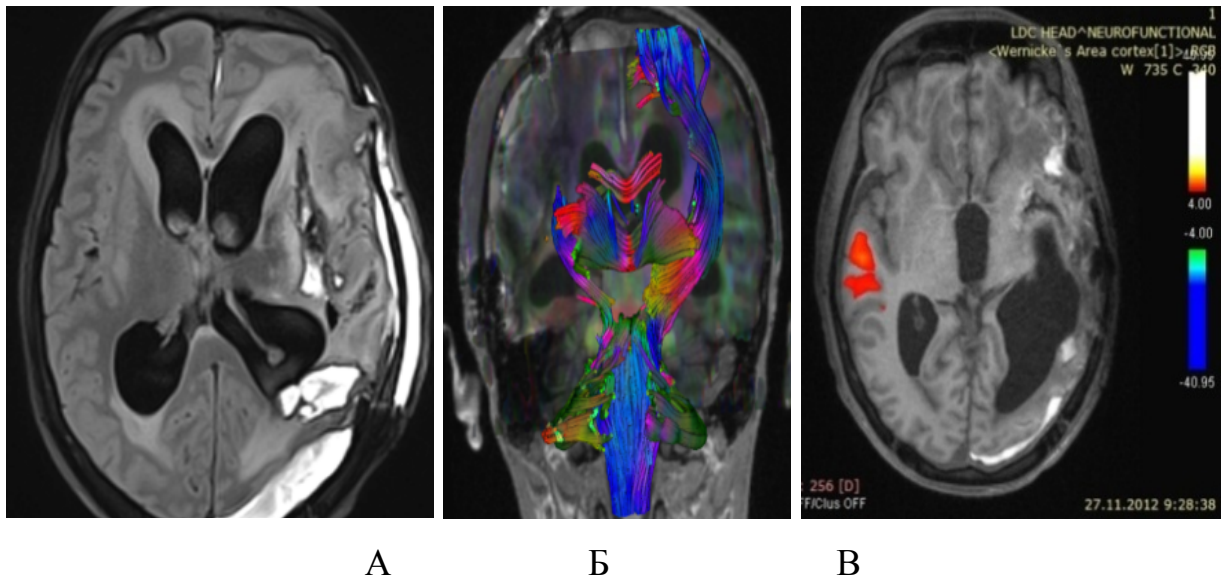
МРТ головного мозга пациента 3. А – следствие контузионных и постоперационных изменений в проекции левого полушария головного мозга; Б – ДТР МРТ – грубое нарушение кортикоспинальных трактов левого полушария, дегенерация трактов в проекции моста и ствола мозга слева; В – фМРТ – активация зоны Вернике во время пассивной парадигмы
